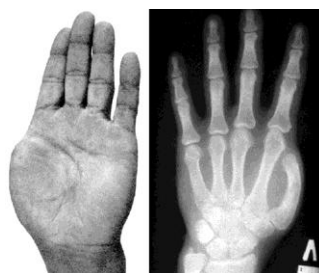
Фотографии и рентгенограммы кисти пациента П., 32 лет, до лечения
